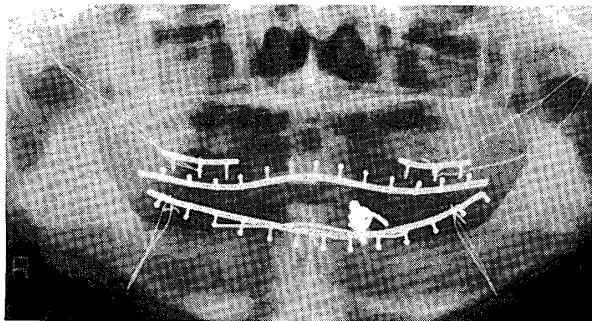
Case 5: Postoperative panoramic radiograph, circumferential wiring was done
